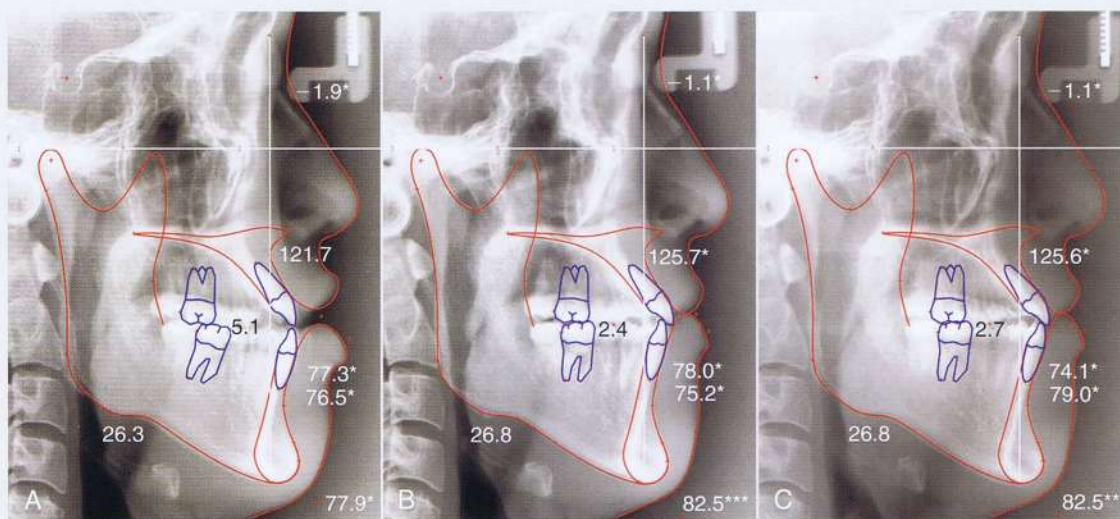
Radiografías y trazados cefalométricos (A) pre (B) post-tratamiento de CW. C, retención del caso donde se muestran buenos cambios óseos, dentales y del tejido blando.
